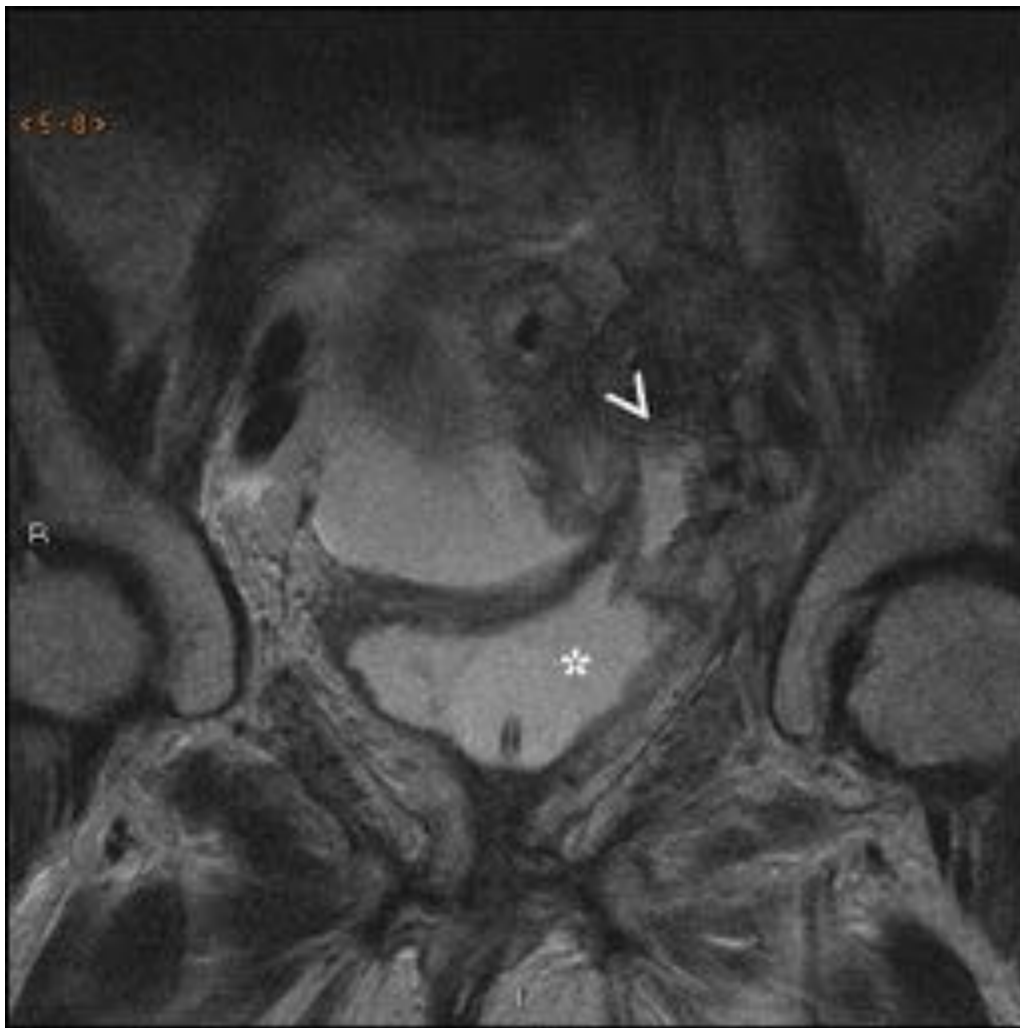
Mismo paciente que la imagen anterior. Ante los hallazgos de la cistografía se realiza Cisto-RM para valorar infiltración neoplásica, confirmándose la fístula vesico-sigmoidea (>). Vejiga señalada con asterisco (*).
